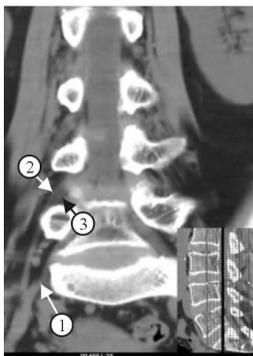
CT冠状面重建可依稀辨出L_{4/5}椎间孔有2根神经
